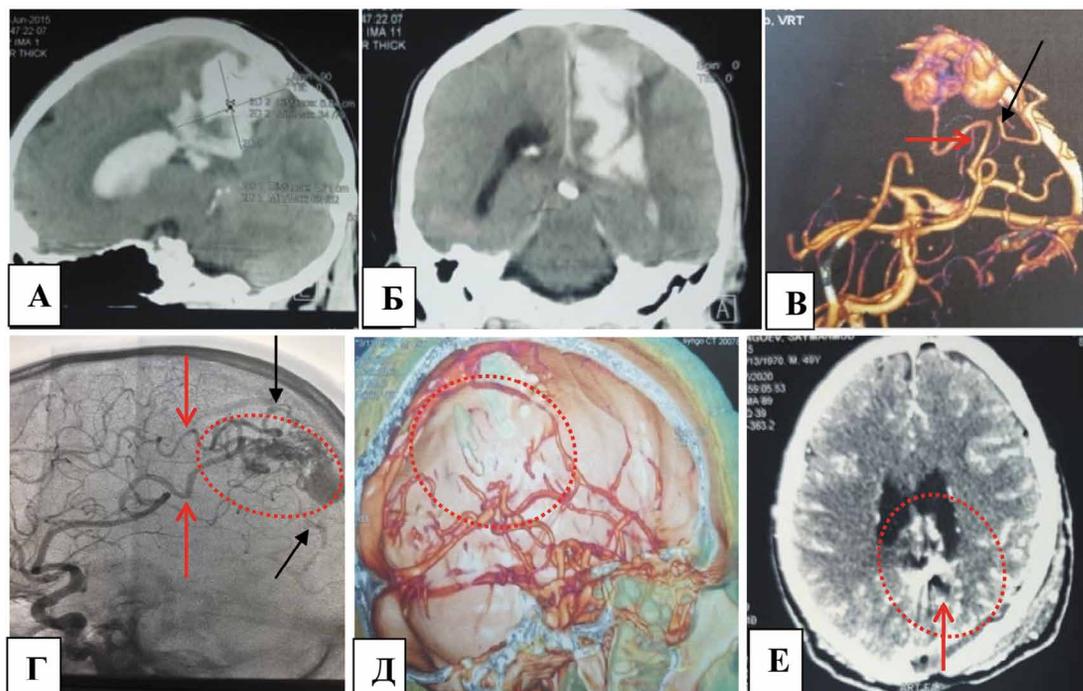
АВМ левой теменной доли головного мозга: А, Б — КТ головного мозга кровоизлияния из АВМ, сопровождающего формированием ВМГ с прорывом в желудочковую систему; В — 3ДКТА АВМ левой теменной доли, афферентные сосуды (указаны стрелкой), черной стрелкой обозначены дренирующие вены; Г — каротидная ангиограмма: АВМ левой теменной доли (красные стрелки — афференты, черные — дренирующие вены); Д — 3ДКТА боковая проекция (после операции): зона удаленной АВМ; Е — КТ- (после операции)
